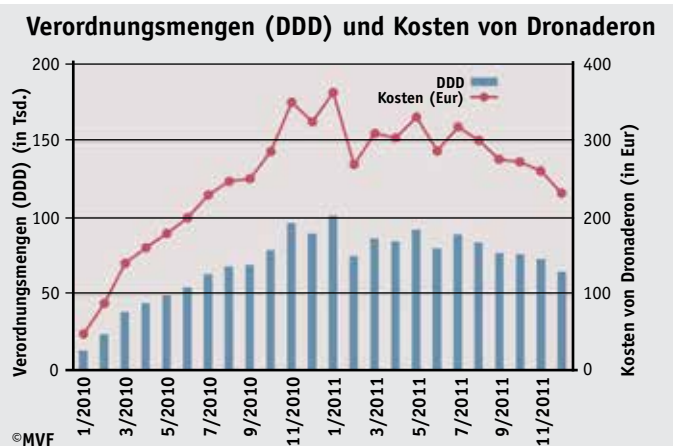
Verordnungsmengen (DDD) und Kosten von Dronedaron (TK 2010-2011).
